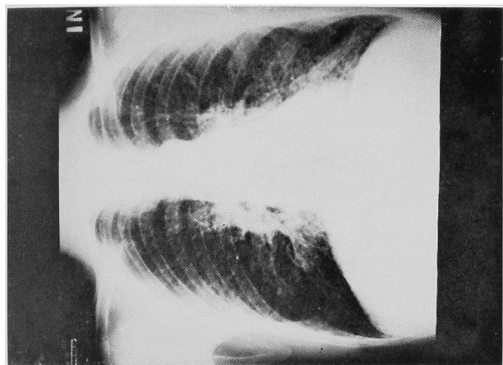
Chest X-ray films of chronic respiratory tract infections (cRTI)
